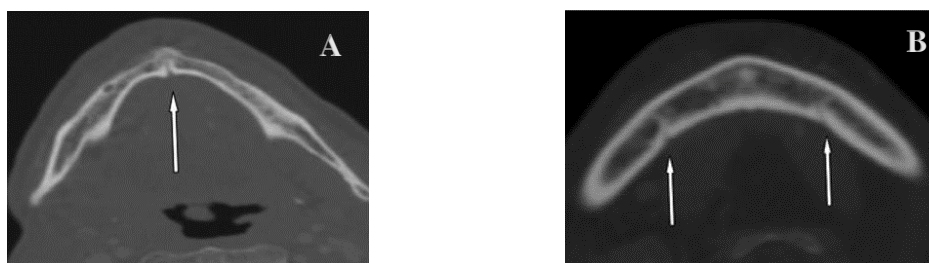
Coupes CBCT montrant la présence de MLC (A) et de LLC (B) (28)
